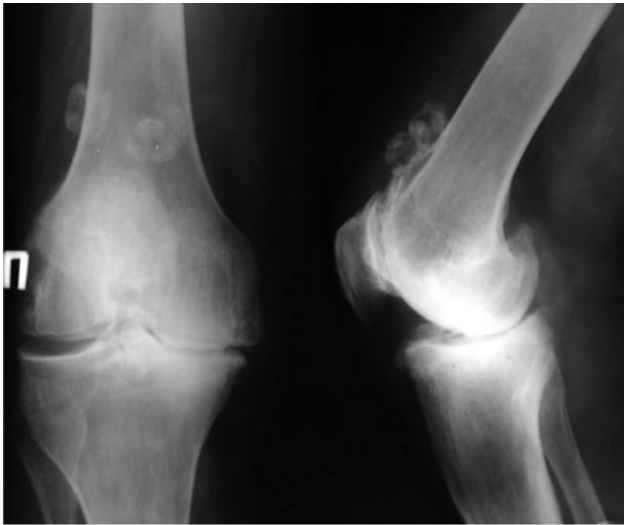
IV стадія деформуючого артрозу за рентгенологічними даними: на ґрунті остеохондроматозу колінного суглоба (а); гонартроз із виразною варусною деформацією гомілки (б)
